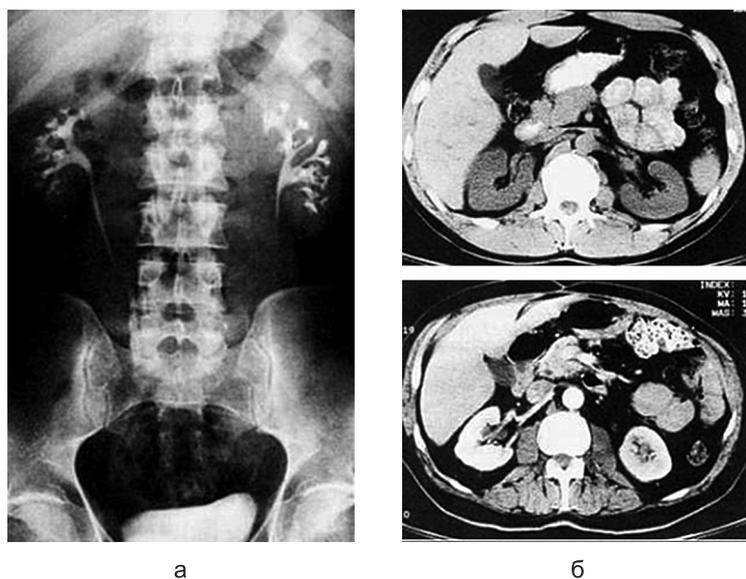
Экскреторная урография (а) и компьютерная томограмма (б) почек
